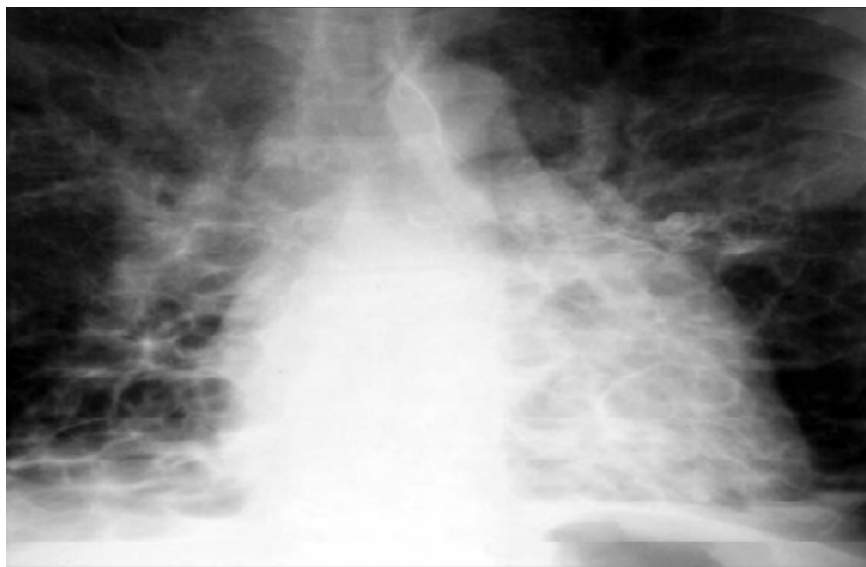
Radiographie thoracique de face montrant une dilatation des bronches de type kystique.
